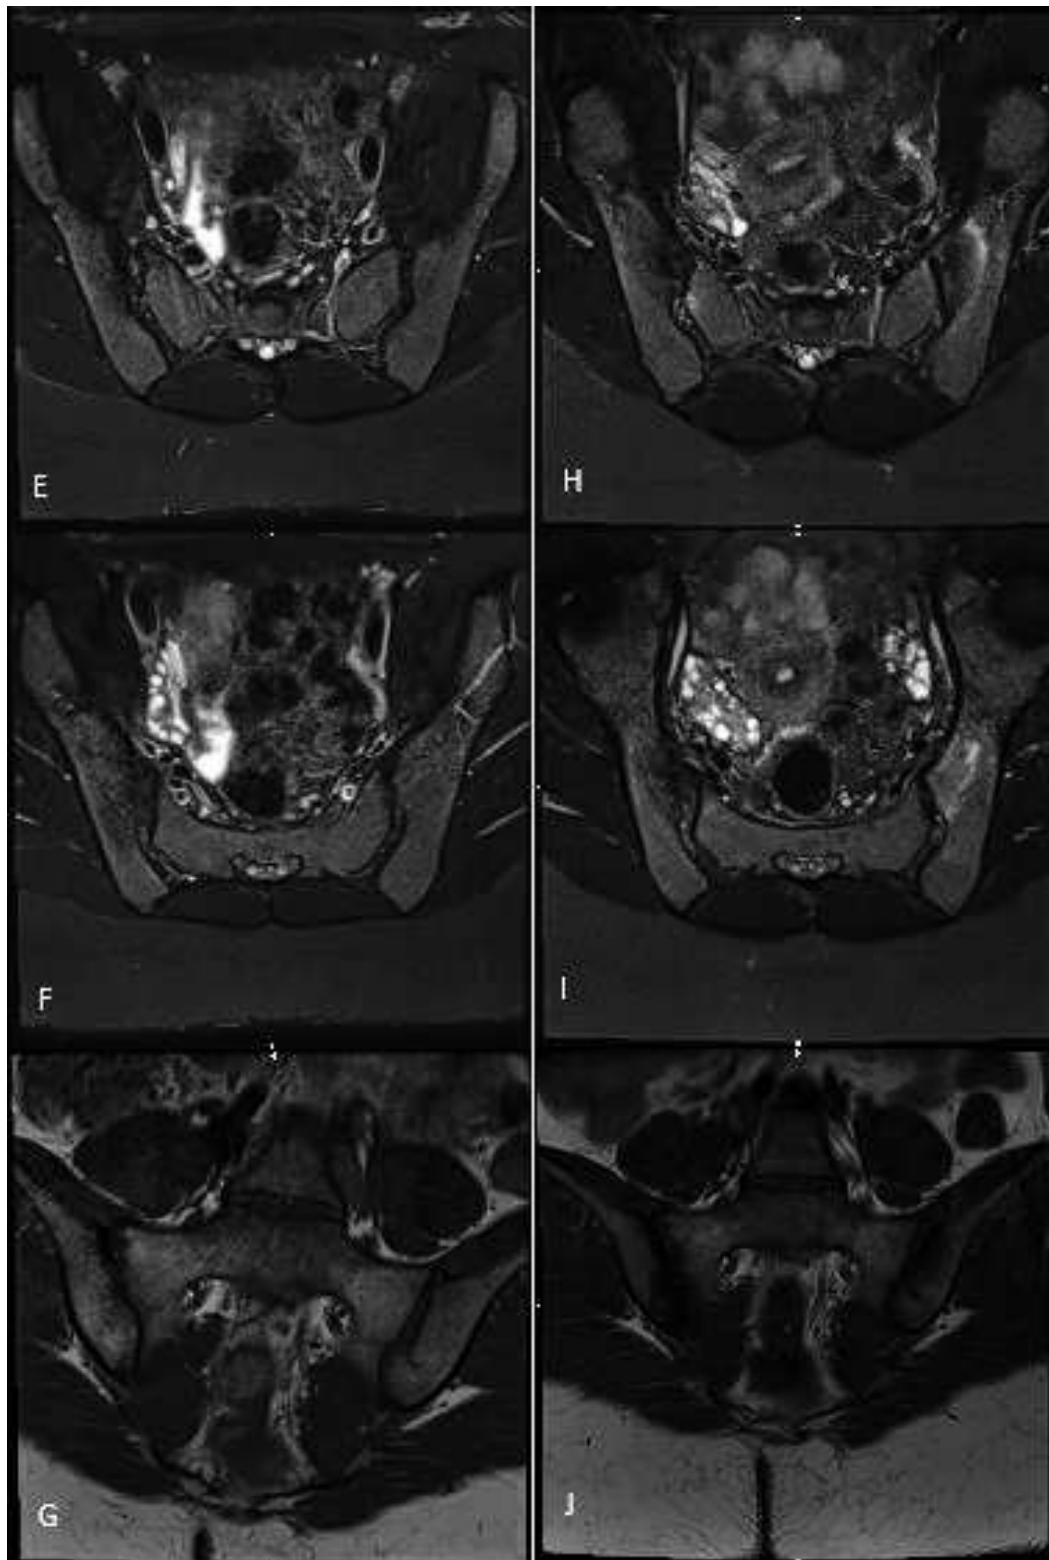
IRM de la même patiente. Coupes axiales obliques en T2 STIR en E, F, H et I. Coupes coronales obliques en T1 en G et J. Les images de la colonne de gauche correspondent à l'IRM initiale réalisée en même temps que le premier scanner, les trois suivantes ont été réalisées 3 ans plus tard en même temps que le deuxième scanner. L'IRM initiale ne retrouvait pas d'œdème sous chondral, de lésions de regrainage, de « backfilling ». Les érosions n'étaient que peu évocatrices d'une sacro-iliite et présentes uniquement en zone de charge. La deuxième IRM retrouve des érosions plus douteuses, majoritairement en zone de charge, des stigmates de sclérose et d'œdème sous chondral, peu marqué mais étendu du côté droit. L'aspect faisait suspecter une sacro-iliite. Un scanner complémentaire fut demandé devant l'absence de certitude. Ce dernier confirmait le diagnostic (figure 15 images C et D).
